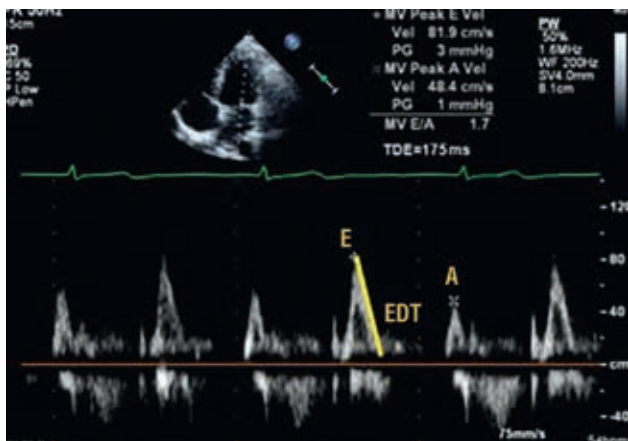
Эхокардиографическая оценка митрального кровотока с помощью импульсной доплерографии у пациента с синусовым ритмом: А — скорость волны А, см/с; Е — скорость волны Е; EDT — время замедления волны Е
